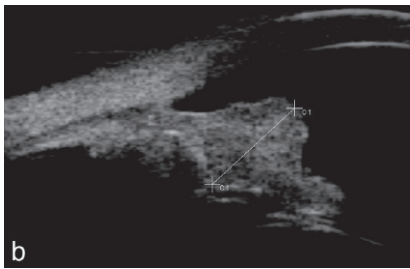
a. Mélanome de l'iris en partie achrome. b. Échographie haute fréquence de la lésion; pas d'atteinte du corps ciliaire.
